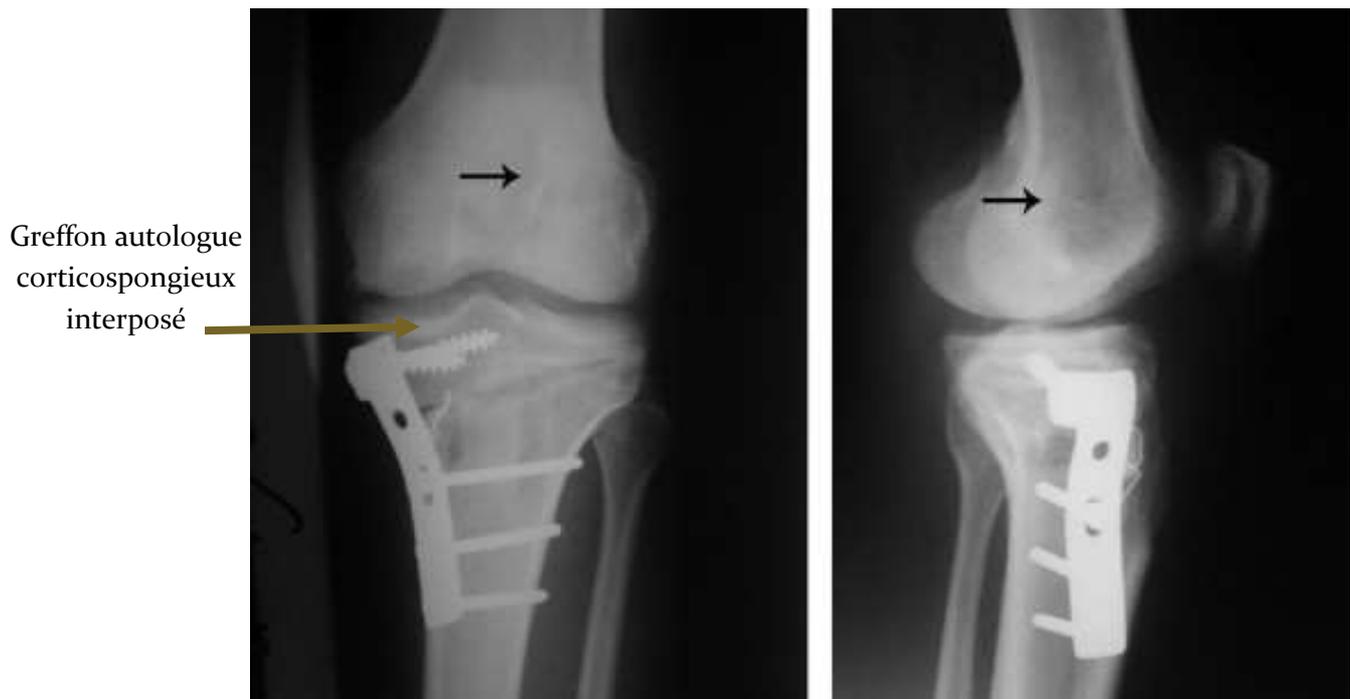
b : Radiographie du genou de face et de profil après ostéotomie d'ouverture avec interposition d'un greffon osseux autologue
